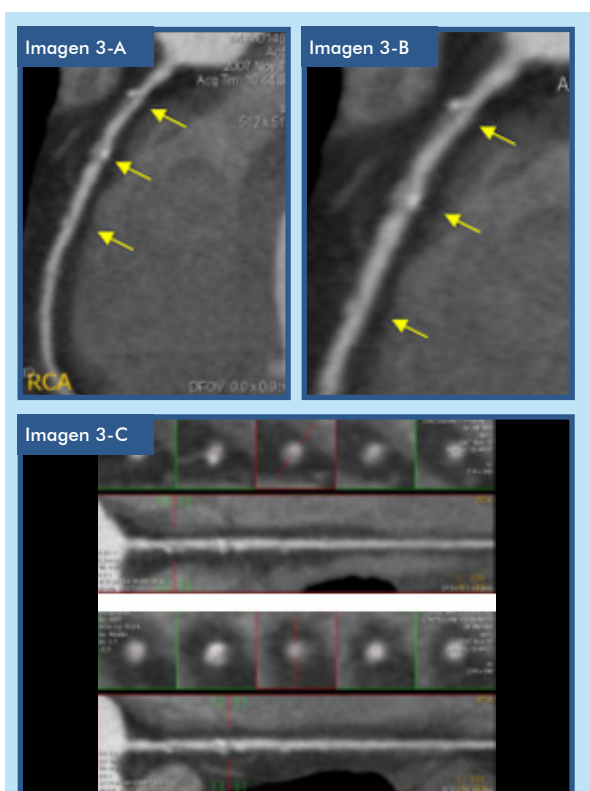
Tomografia coronária multi-cortes (64 canais). Em A e B, observa-se uma lesão composta por três placas (setas) no terço proximal e médio da artéria coronária direita. C: cortes transversais da primeira placa e da segunda placa
